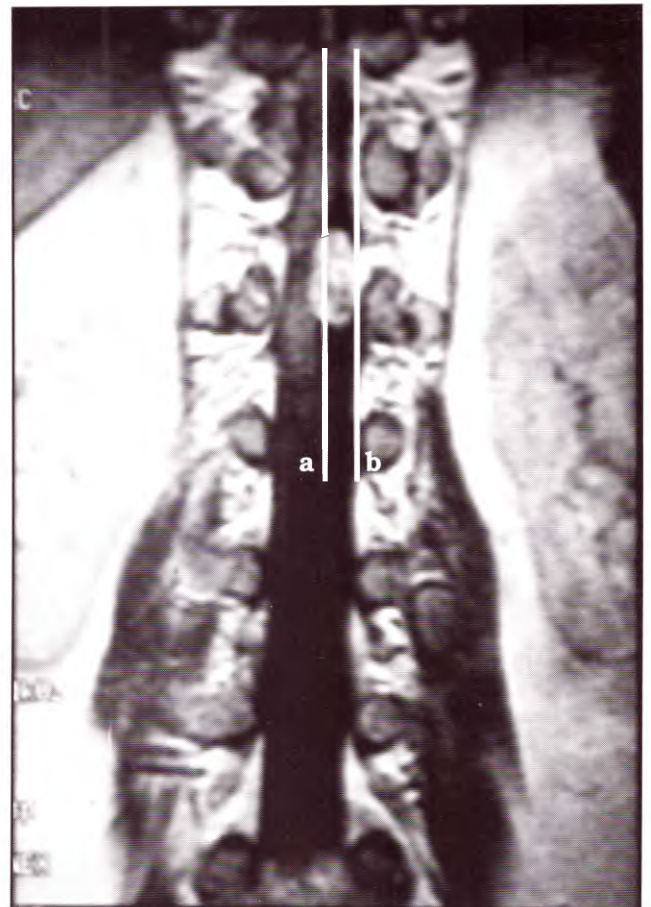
Caso n° 3, IRM frontal ponderada en T1 que muestra el área de exposición inicial que queda entre la línea media (a) y el borde externo (b) de la hemilaminectomía.
